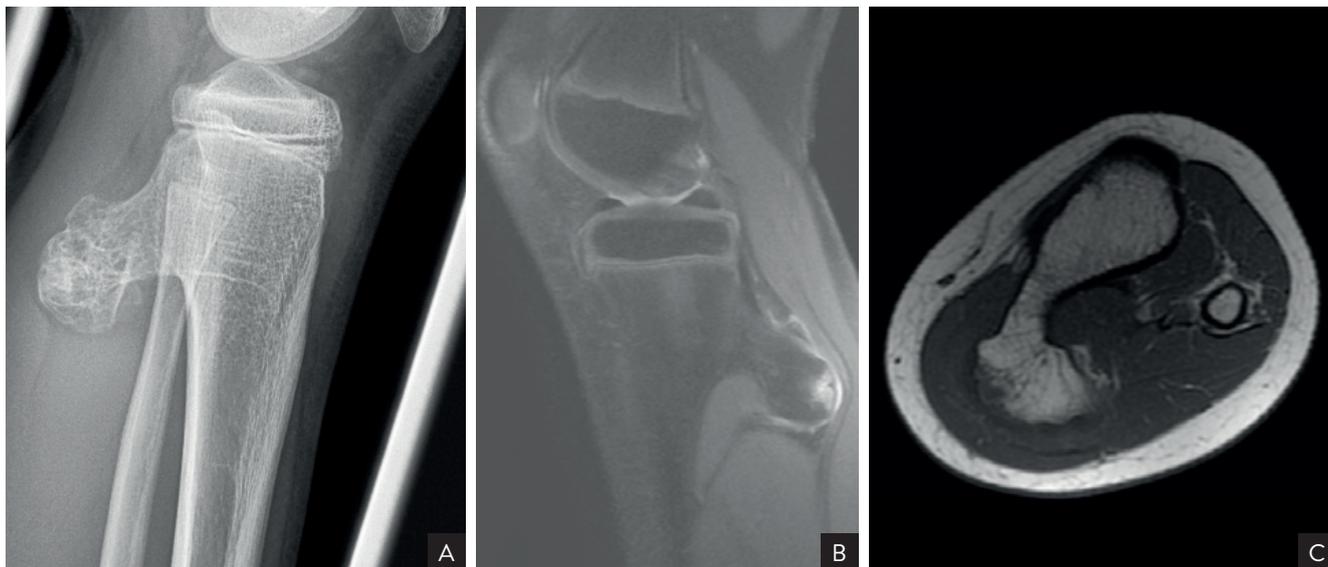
12-jähriger Junge mit belastungsabhängigen Beschwerden in der Wade. Im konventionellen Röntgenbild gestielte kartilaginäre Exostose ausgehend von der proximalen Tibia. Im MRT kein Nachweis einer relevanten Knorpelkappe.
